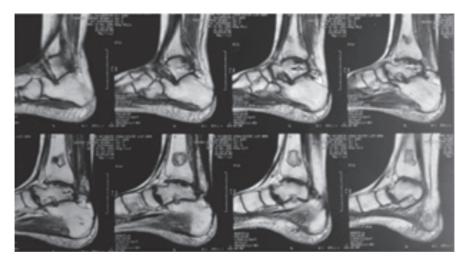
Resonancia magnética del tobillo derecho, 2011
